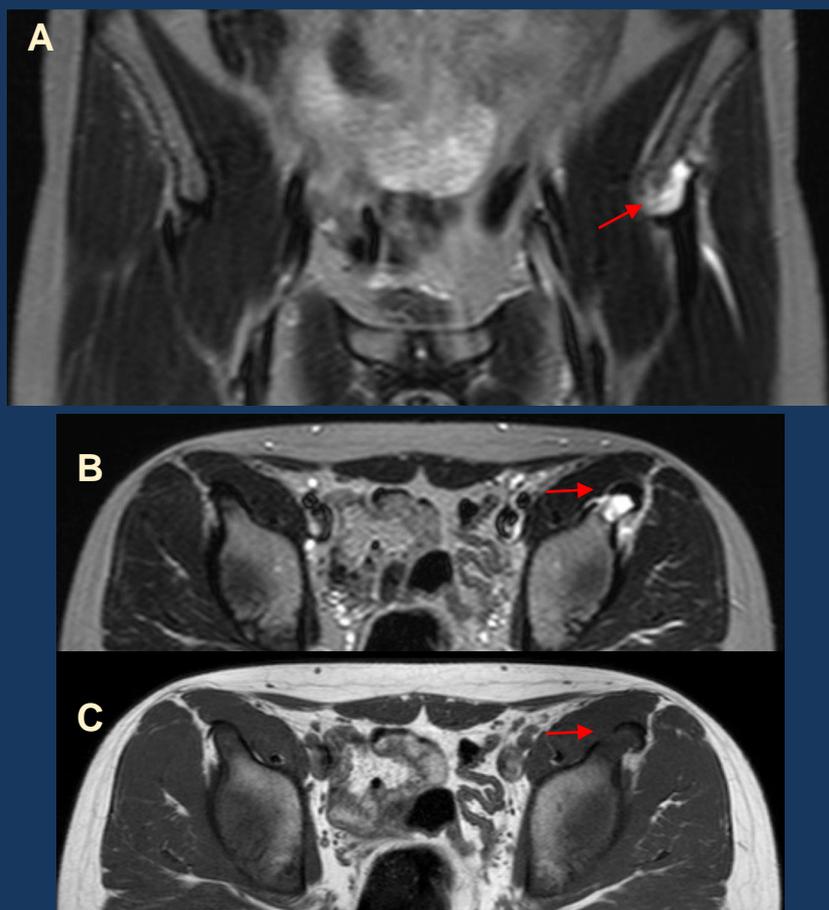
RMN con imágenes en secuencias STIR (A y B) y T1 (C) donde se identifica avulsión de la inserción proximal del tendón directo del recto anterior del cuádriceps izquierdo a nivel de la espina ilíaca anteroinferior (*flechas rojas*). El tendón se encuentra ligeramente retraído.
